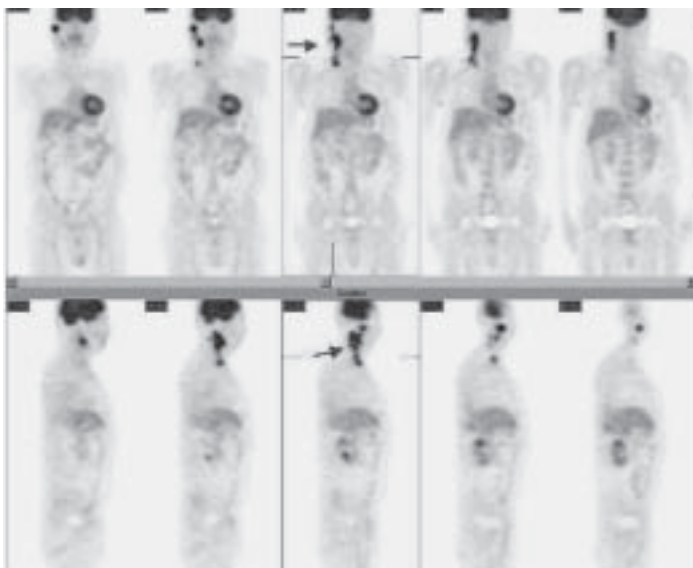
Paciente 286: Hombre 54 años, MM párpado inferior derecho PET FDG (+) focos cervicales derechos. Bp. cervical (+) para metástasis.
